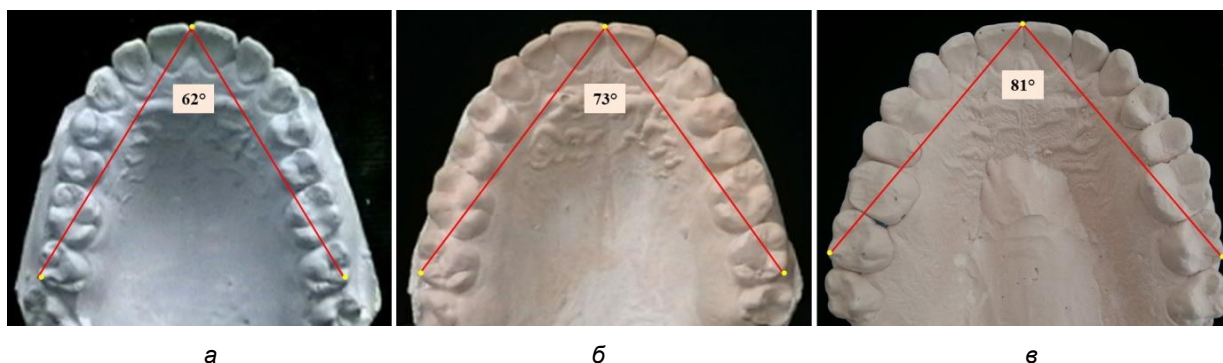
Резцово-молярный угол зубных дуг верхней челюсти протрузионного (а), мезотрузионного (б) и ретрузионного (в) типов
